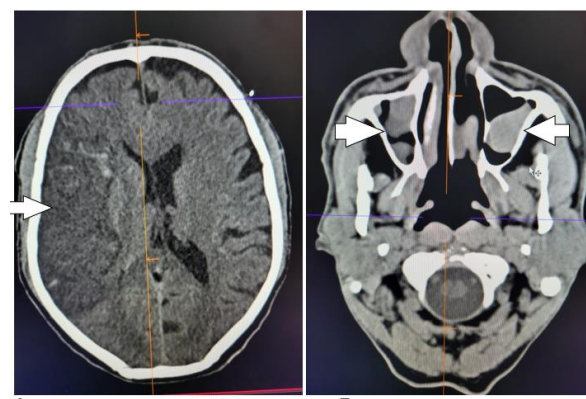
TDM crâniocéphalique en coupe axiale sans injection de PDC iodé pour altération de la conscience :
